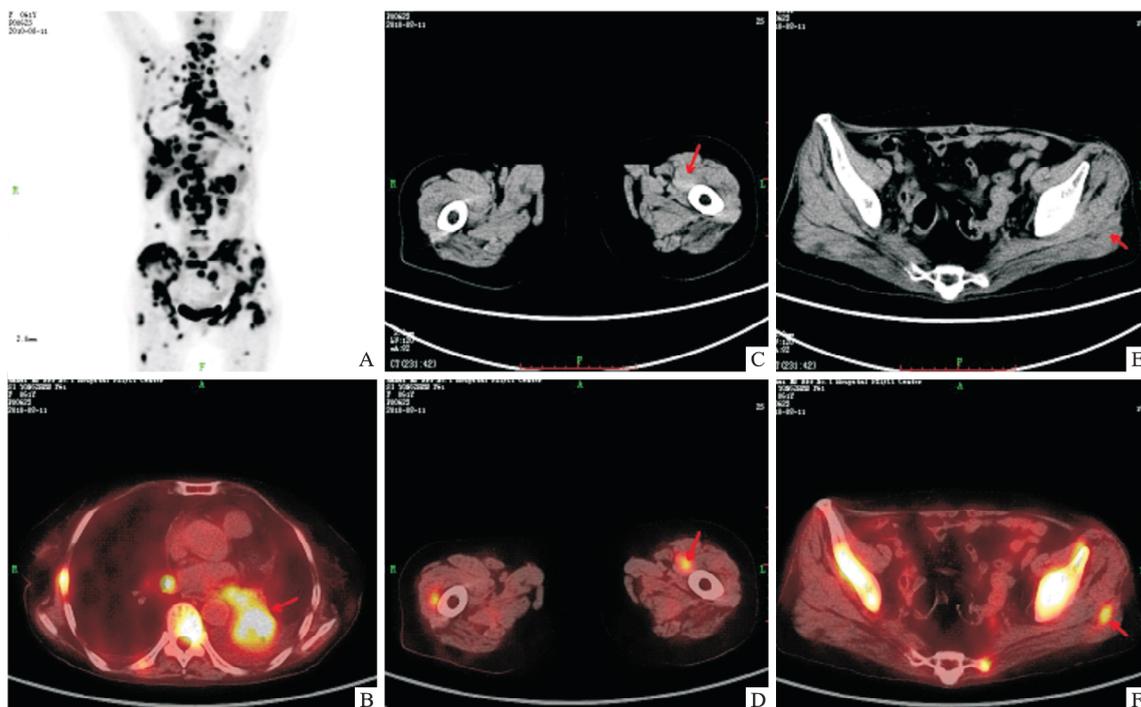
肺癌患者(女,61 岁)全身多发 MMs 的 PET/CT 图像
